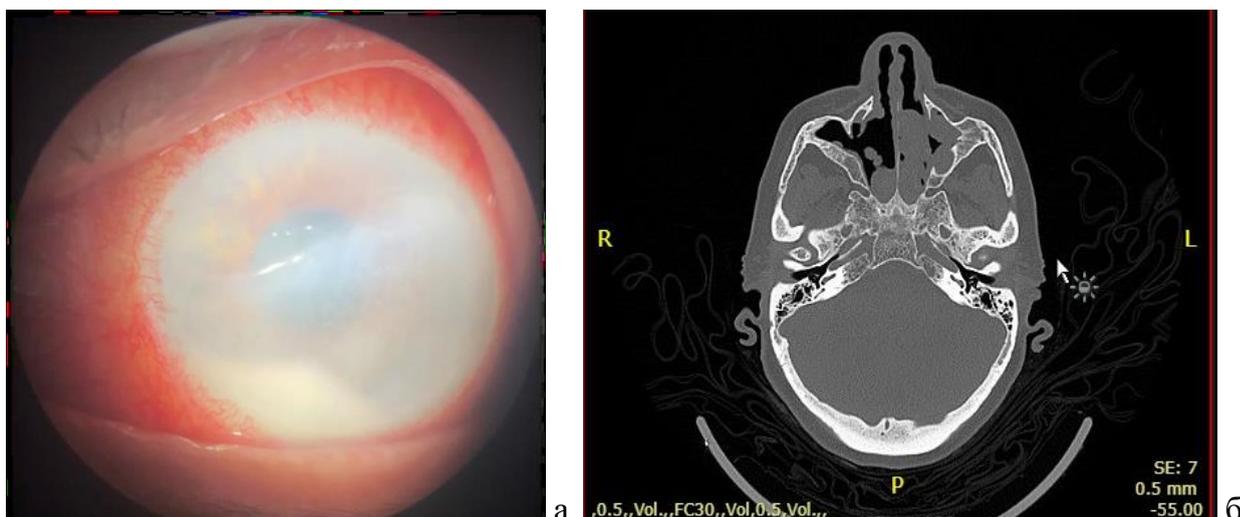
а – кератоувеит левого глаза с гипопионом; б – компьютерная томография полиповидного утолщения слизистых оболочек верхне-челюстных пазух с заполнением клеток решетчатого лабиринта, наличие жидкости в клиновидной пазухе.
